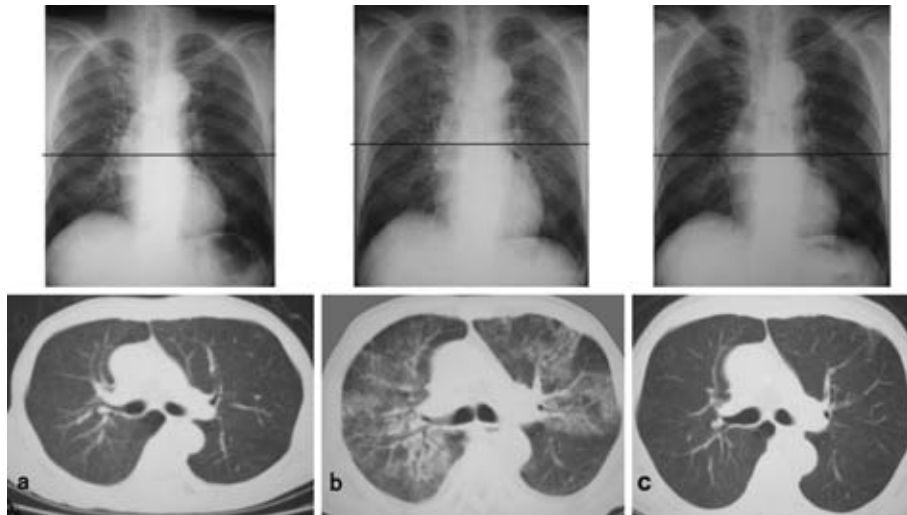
Chest radiography and CT shows slight ground-glass attenuation of the lung parenchyma on November 11th, 2004 (a) and diffuse increased lung densities predominantly in both upper lobes on admission (b), and improvement after 34 days of steroid treatment (c).
